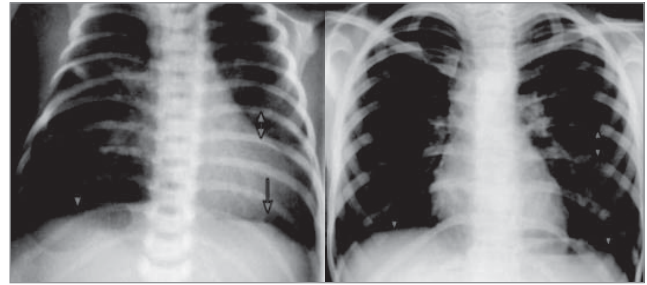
Оглядова рентгенограма грудної клітки в прямій проекції у пацієнтів із трахеомалациєю. Двобічна обструктивна емфізема. А — рентгенограма пацієнта віком 3 тижні, оперованого з приводу атрезії стравоходу. Б — рентгенограма пацієнтки віком 7 років з ідіопатичною трахеомалациєю. Стрілками позначено розширення міжребрових проміжків і сплюснення та низьке розташування куполів діафрагми
